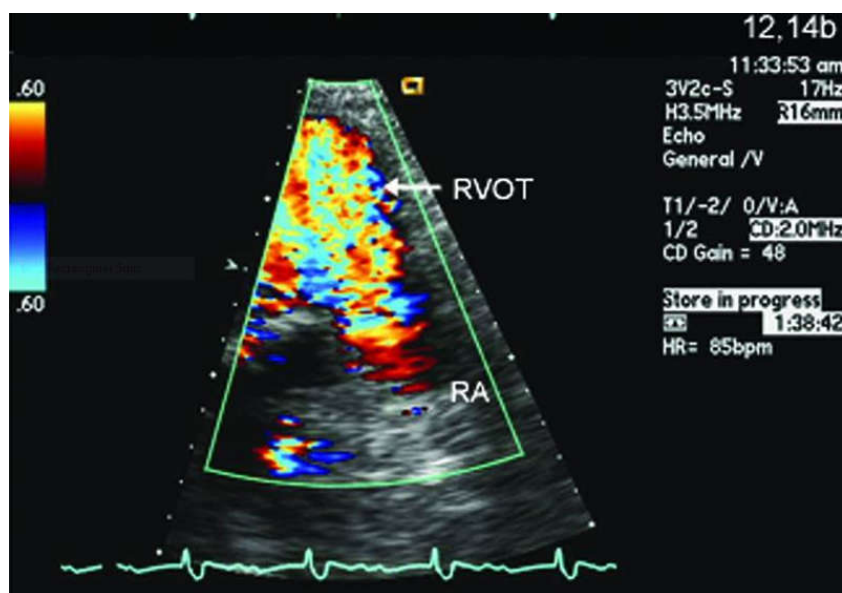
Hở van ĐMP nhẹ. A: Doppler màu, B: Doppler liên tục.
